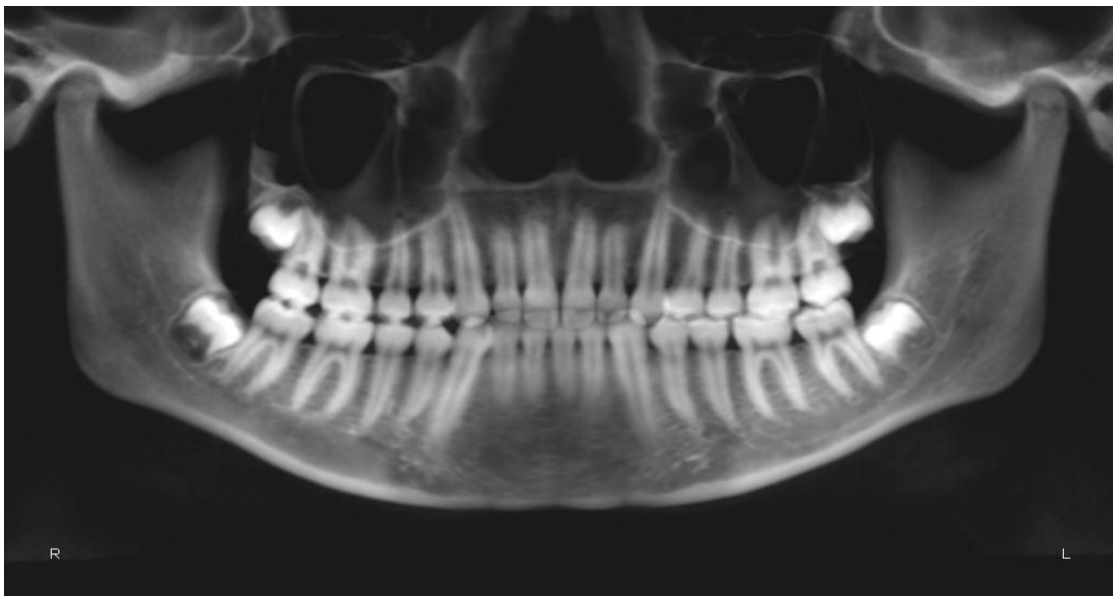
Radiografia panorâmica reconstruída da TCFC
